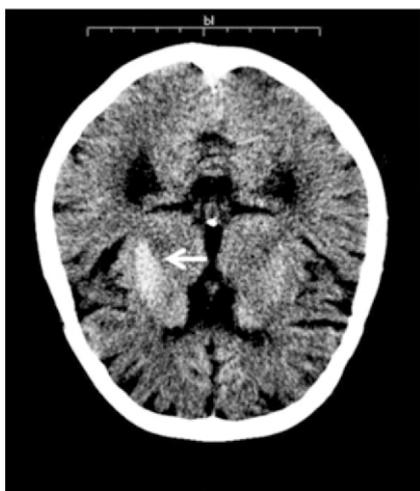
Tomografia computadorizada (TC) de crânio
